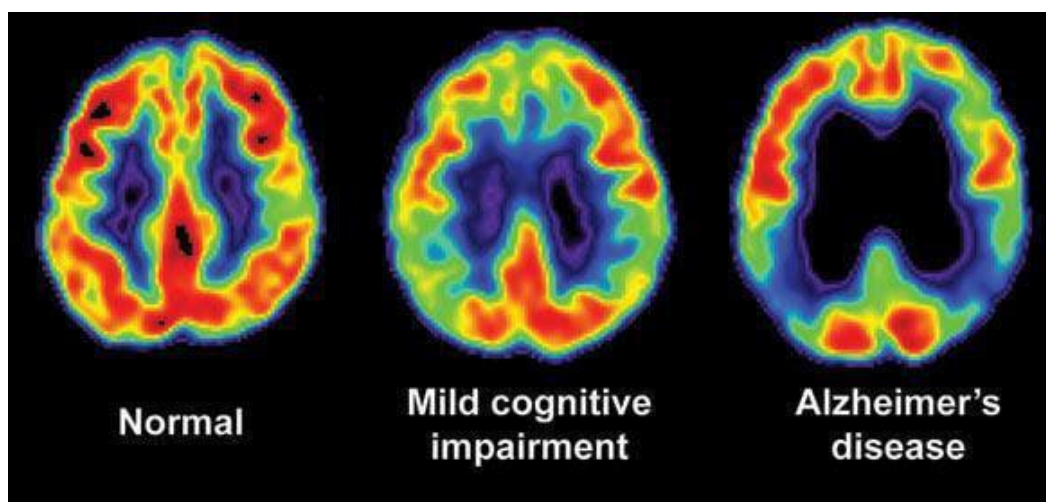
Exemple d'image PET
